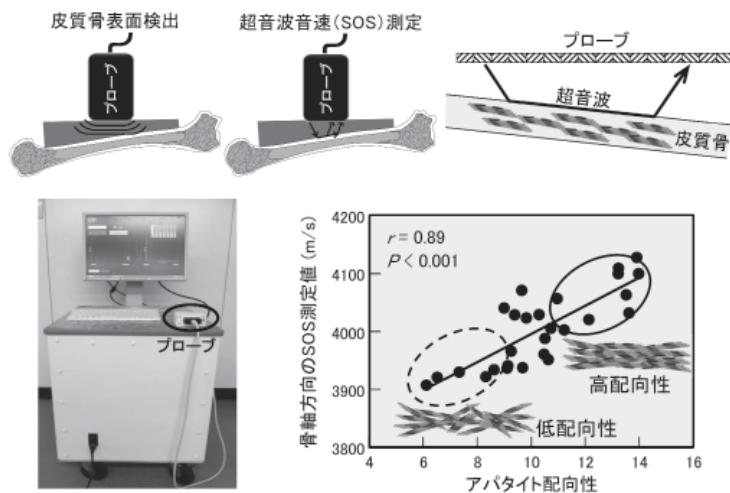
超音波を用いた非侵襲的な新しい骨基質配向性の解析手法。反射波で骨形状や軟部組織厚さを補正し、骨軸に沿ったSOS (Speed of Sound) により骨基質配向性が弾性率を介して間接的に評価可能となる。(文献 25 から改変引用)
